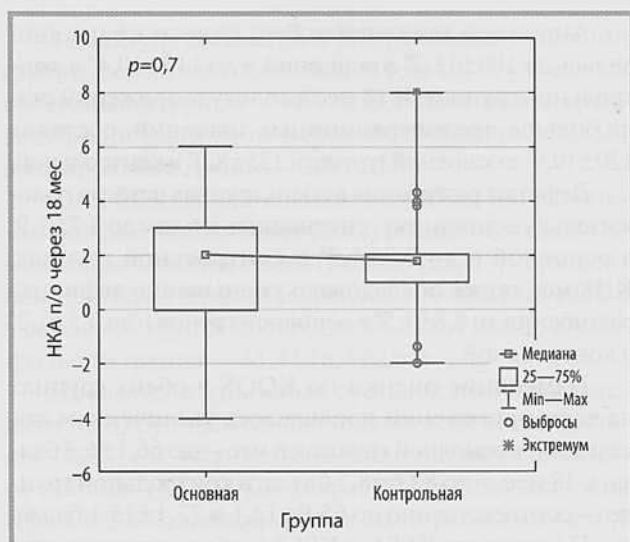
Средние значения НКА по данным рентгенологического исследования на сроке 18 мес после операции.
